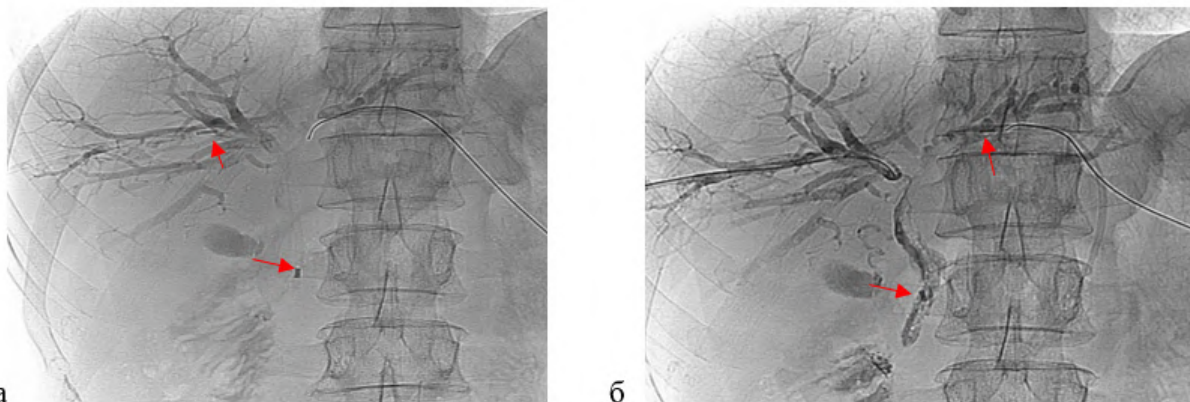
Внутрипротоковая фотодинамическая терапия под рентгеноскопическим контролем. а — рентгенограмма: катетер с цилиндрическим диффузором заведен через правый долевого проток и расположен непосредственно на уровне опухоли, между дистальной и проксимальной рентгеноконтрастными метками (стрелки); б — рентгенограмма: катетер с цилиндрическим диффузором заведен через левый долевого проток и расположен непосредственно на уровне опухоли, между дистальной и проксимальной рентгеноконтрастными метками (стрелки)
